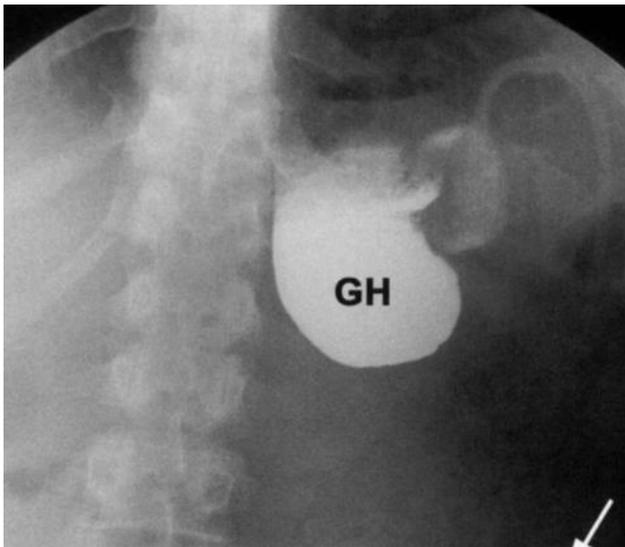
Рентгенографические признаки нарушения проходимости желудка с выраженным расширением его надбандажного сегмента через 4,5 месяца после лапароскопического бандажирования
